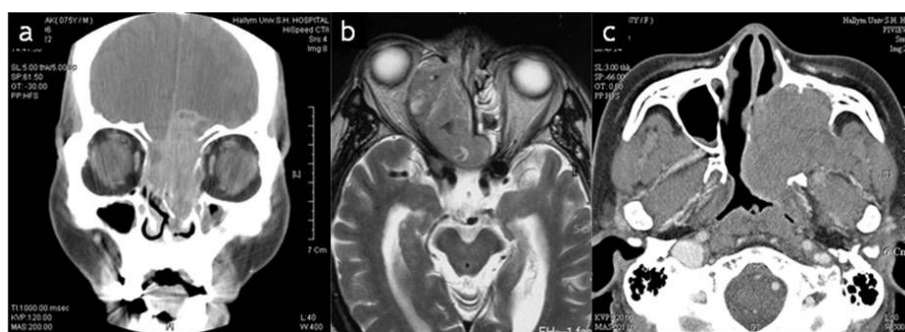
Axial and coronal CT scans demonstrate poor prognostic factors in sinonasal cancer. (a) Intracranial extension (dura, brain), (b) Orbital invasion, (c) Extension to pterygoid plates, infratemporal fossa, nasopharyngeal extension.
